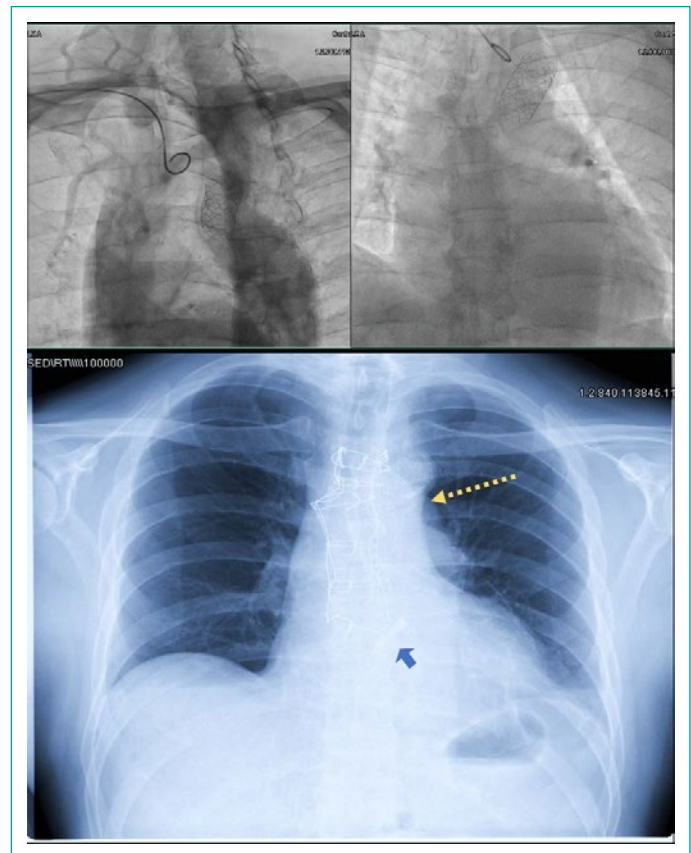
Arriba izquierda: Angioplastia de aorta con Andrastent pre y posdilatación. Abajo: radiografía de tórax a 1 mes de egreso donde se muestra stent aórtico (flecha amarilla) y prótesis mecánica aórtica (flecha azul).
